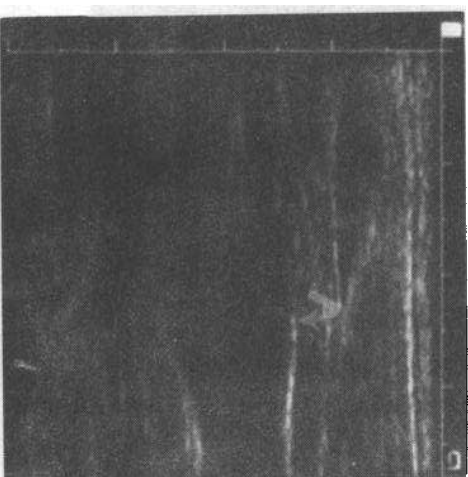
正常颈动脉B型超声显示内膜、中层复合结构(弯箭)
